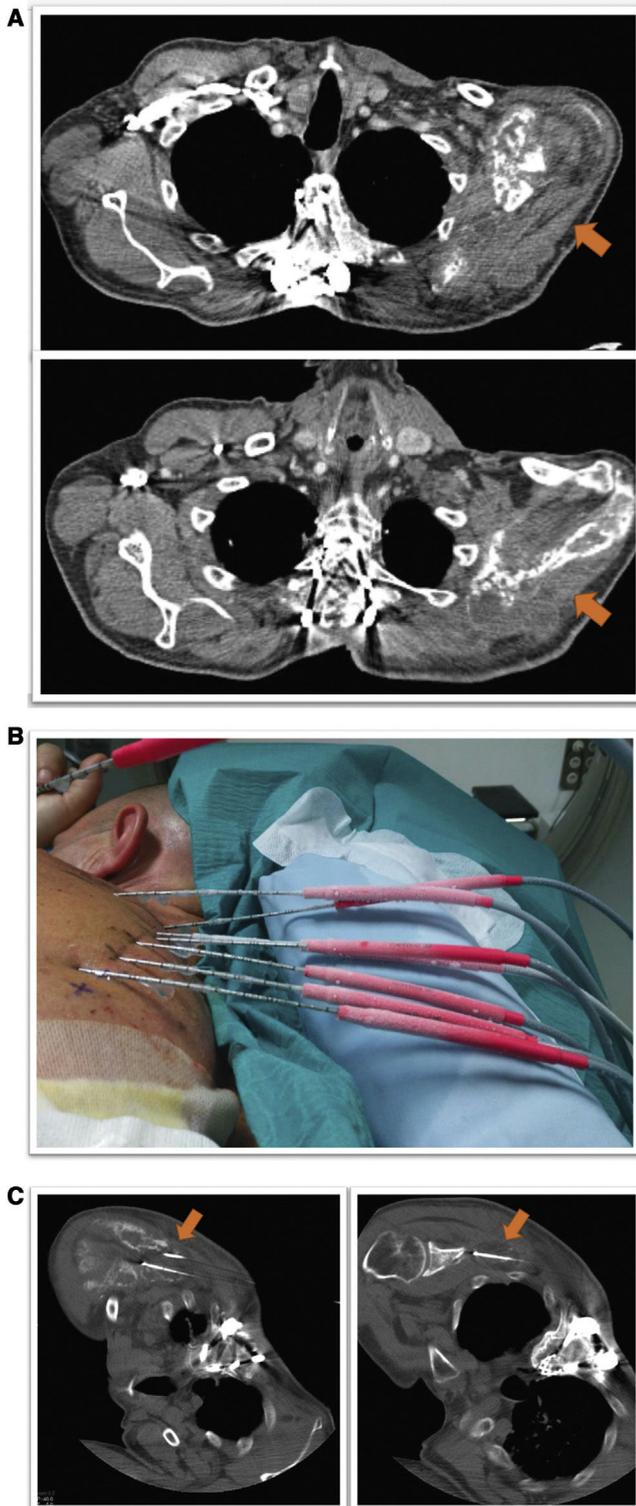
A) Paciente con cáncer de pulmón y múltiples metástasis óseas. Voluminosa metástasis en la escápula derecha con importante componente de partes blandas. B) Tratamiento de dicha metástasis mediante crioablación con múltiples criosondas. C) Tomografía computarizada torácica con paciente en decúbito lateral. Se visualizan las criosondas así como la formación de una bola de hielo hipodensa alrededor del extremo distal (flechas).
